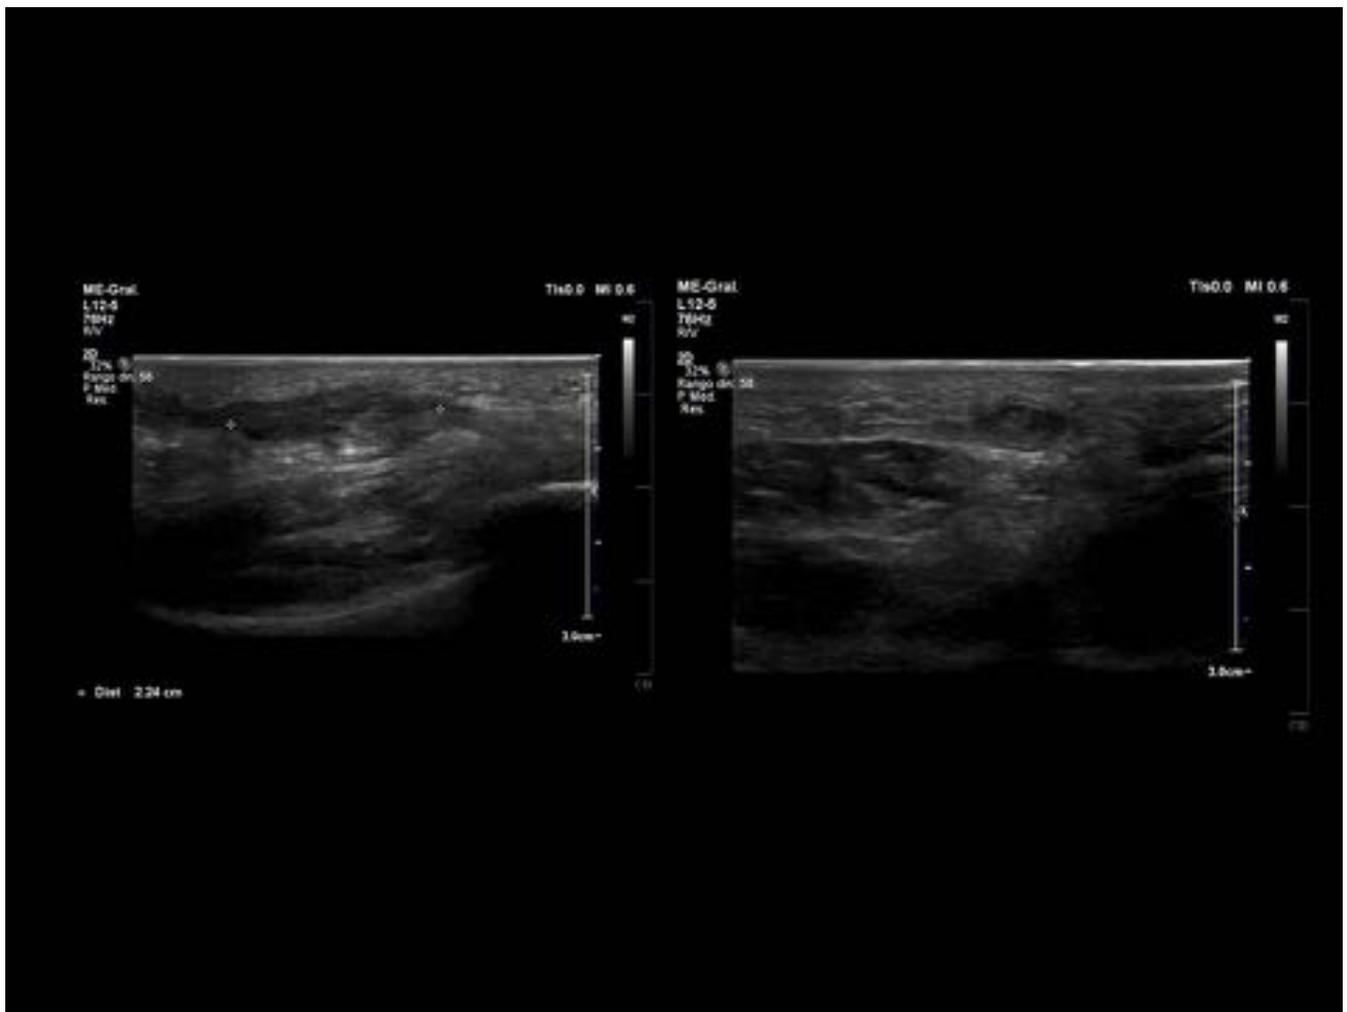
Ecografía con fibromatosis plantar.
